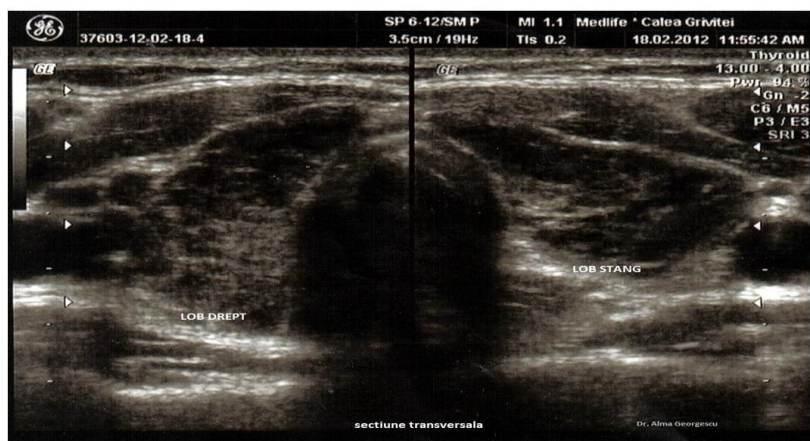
Ecografia tiroiditei autoimune [63]
